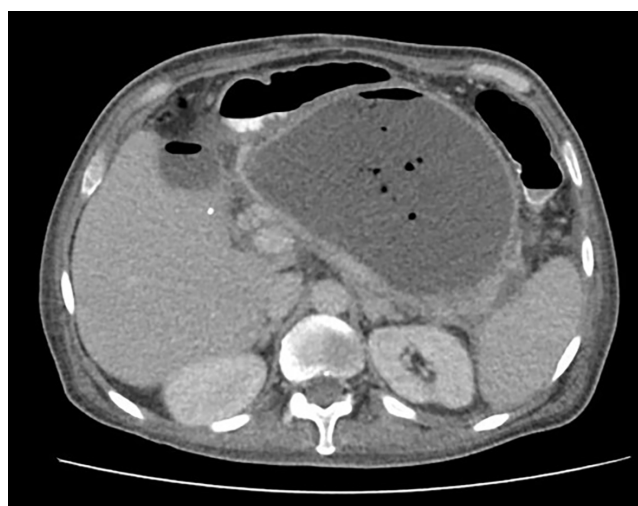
Tomografía inicial del paciente. Se observa colección pancreática de 123 x 119 x 163 mm (L x AP x T). Imagen propiedad de los autores.
